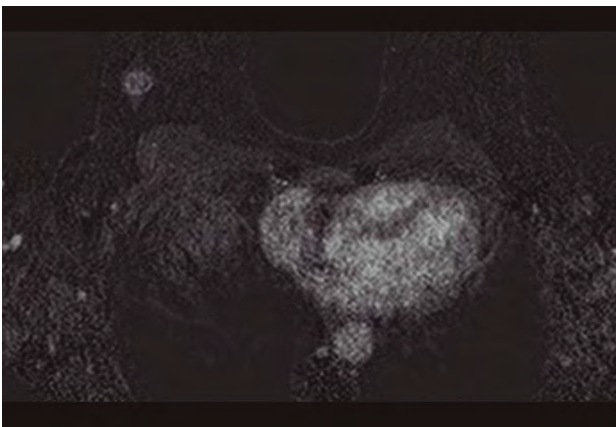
RM de mama secuencia de sustracción al segundo minuto. Realce nodular de márgenes espiculados en el cuadrante superior externo de la mama derecha
